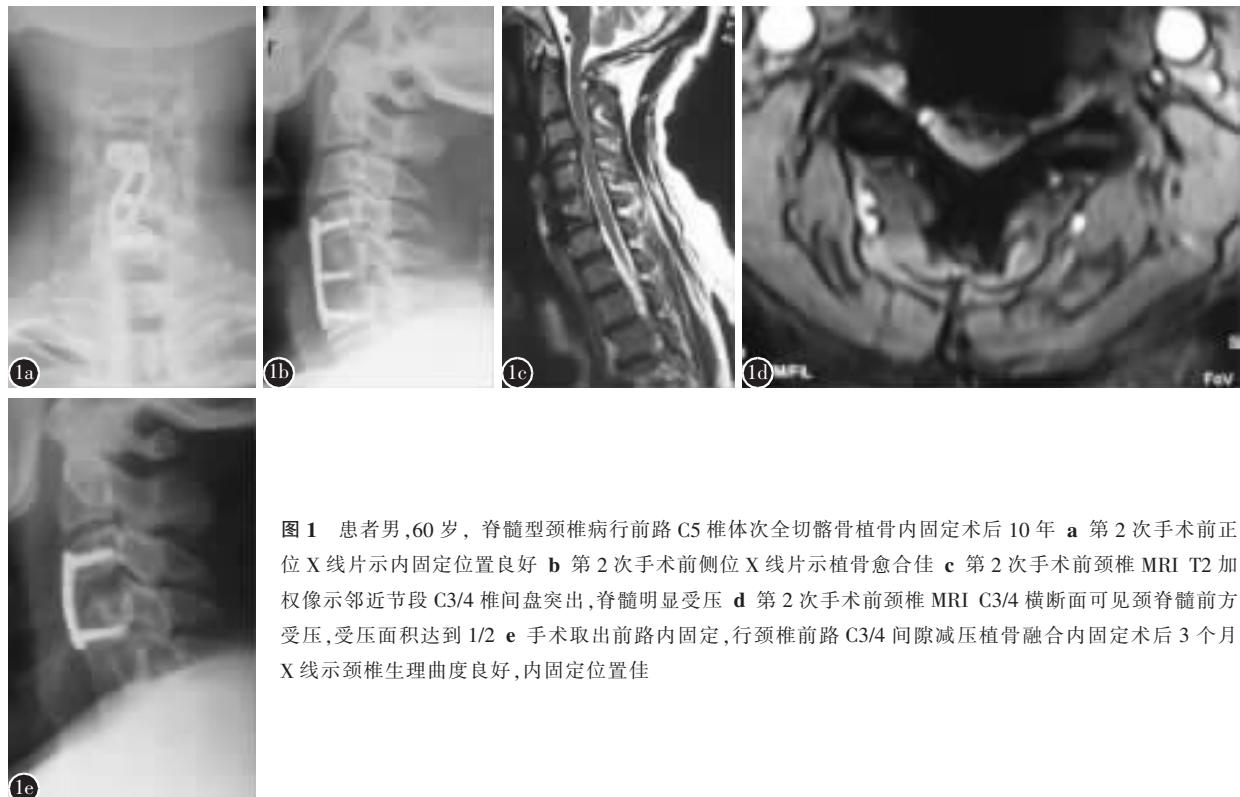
患者男,60岁,脊髓型颈椎病行前路C5椎体次全切植骨内固定术后10年 a 第2次手术前正位X线片示内固定位置良好 b 第2次手术前侧位X线片示植骨愈合佳 c 第2次手术前颈椎MRI T2加权像示邻近节段C3/4椎间盘突出,脊髓明显受压 d 第2次手术前颈椎MRI C3/4横断面可见颈脊髓前方受压,受压面积达到1/2 e 手术取出前路内固定,行颈椎前路C3/4间隙减压植骨融合内固定术后3个月X线示颈椎生理曲度良好,内固定位置佳
